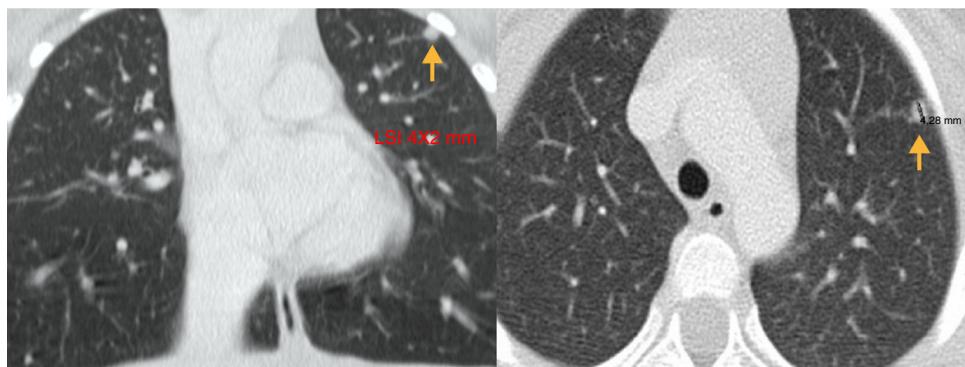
Imágenes de las TC torácica (axial y coronal), que muestran un nódulo de 4 × 2 mm en el lóbulo superior izquierdo.
